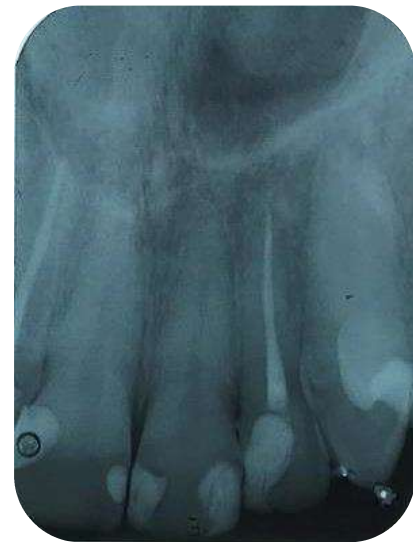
Radiografia depois de 90 dias de preservação.
